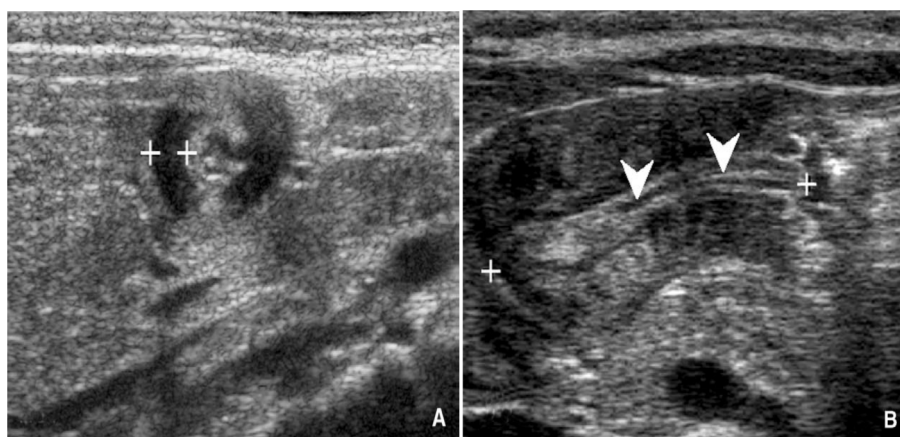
Échographie d'une sténose hypertrophique du pylore.
